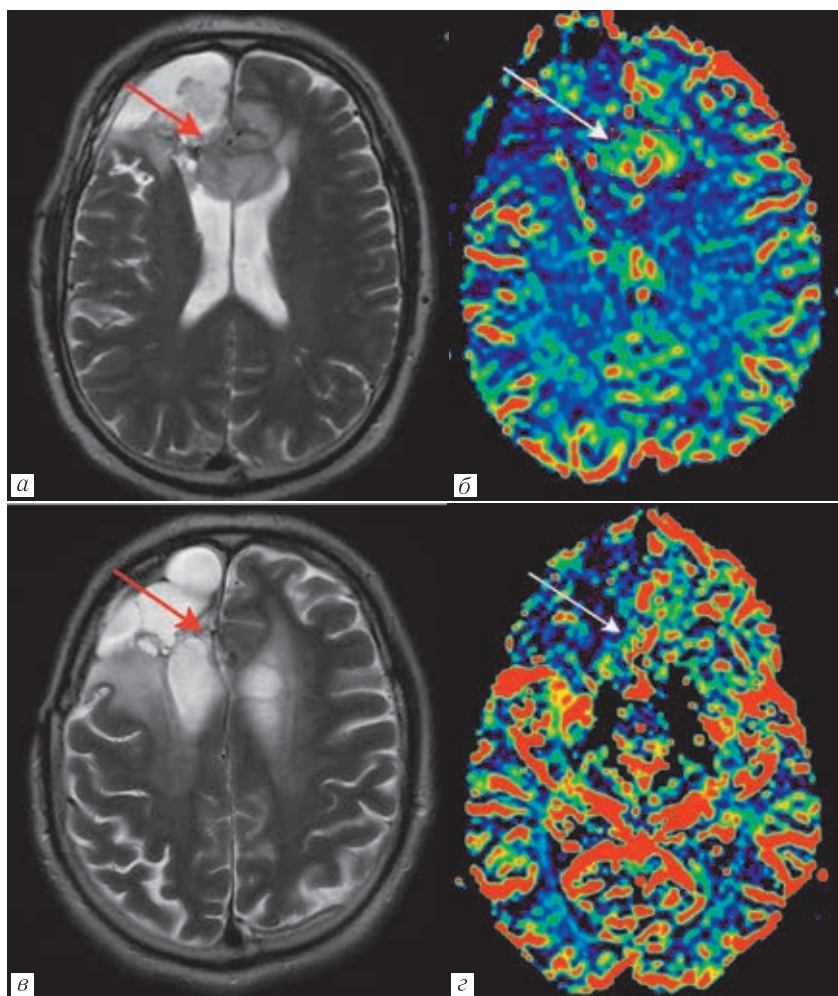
Представлен случай пациента К. после оперативного лечения определяется остаточная опухоль на томограммах Т2-ВИ (а) с повышением значений rCBV в структуре образования в 2,6 раза относительно неизменного белого вещества (б). После лучевого лечения и последующей химиотерапии в динамике определяется уменьшение размеров остаточной опухоли на Т2-ВИ (в), оценка параметров кровотока в участках, расцениваемых как остаточная опухоль на Т2-ВИ, была невозможна ввиду недостаточной разрешающей способности метода Т2*-перфузии при оценке образований небольшого размера (г)
